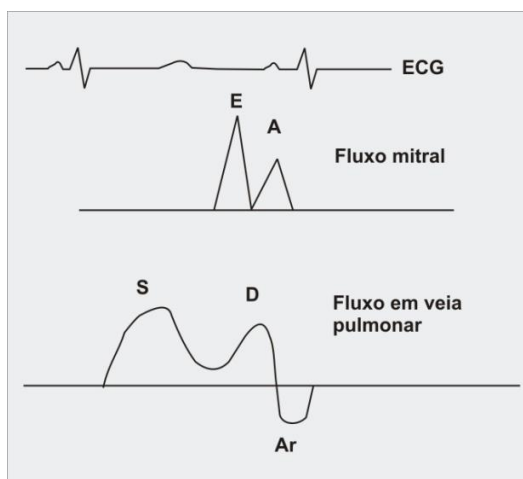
Parâmetros de avaliação da função diastólica ao Doppler mitral
